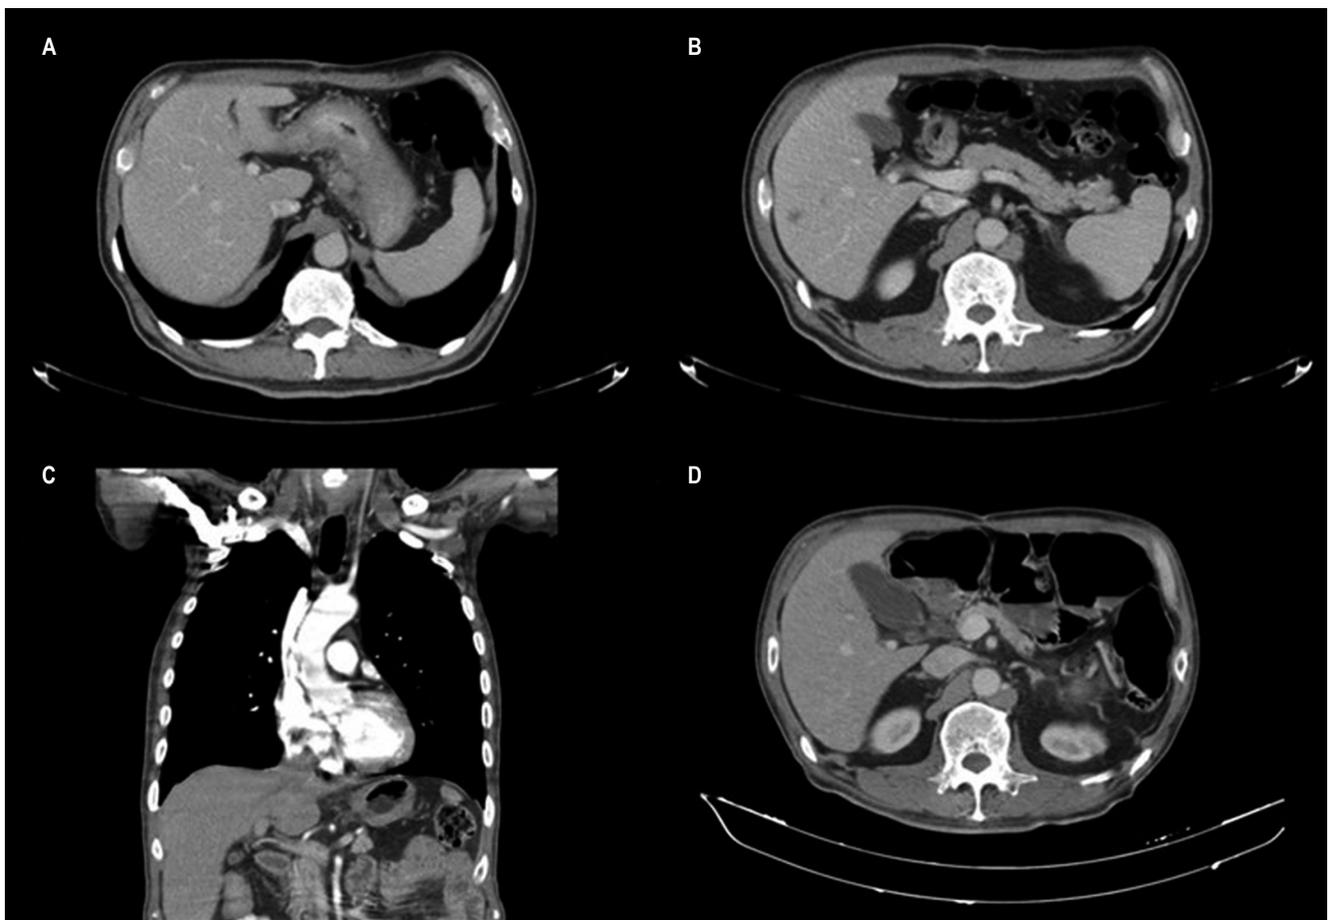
Estudios imagenológicos por TAC para el seguimiento de patología tumoral. A. Engrosamiento difuso de las paredes del estómago además del conglomerado ganglionar por extensión extramural de dimensiones 31 x 17 mm. B. Lesiones hepáticas focales hipodensas en segmentos IV y VI hepáticos de hasta 10 mm. C. Disminución de engrosamiento de cámara gástrica y adenopatías, no se observan nódulos hepáticos ni lesiones nuevas. D. Cambios postgastrectomía, hígado de tamaño, morfología, densidad y contornos normales, sin lesiones focales ni otras lesiones de extensión tumoral.
